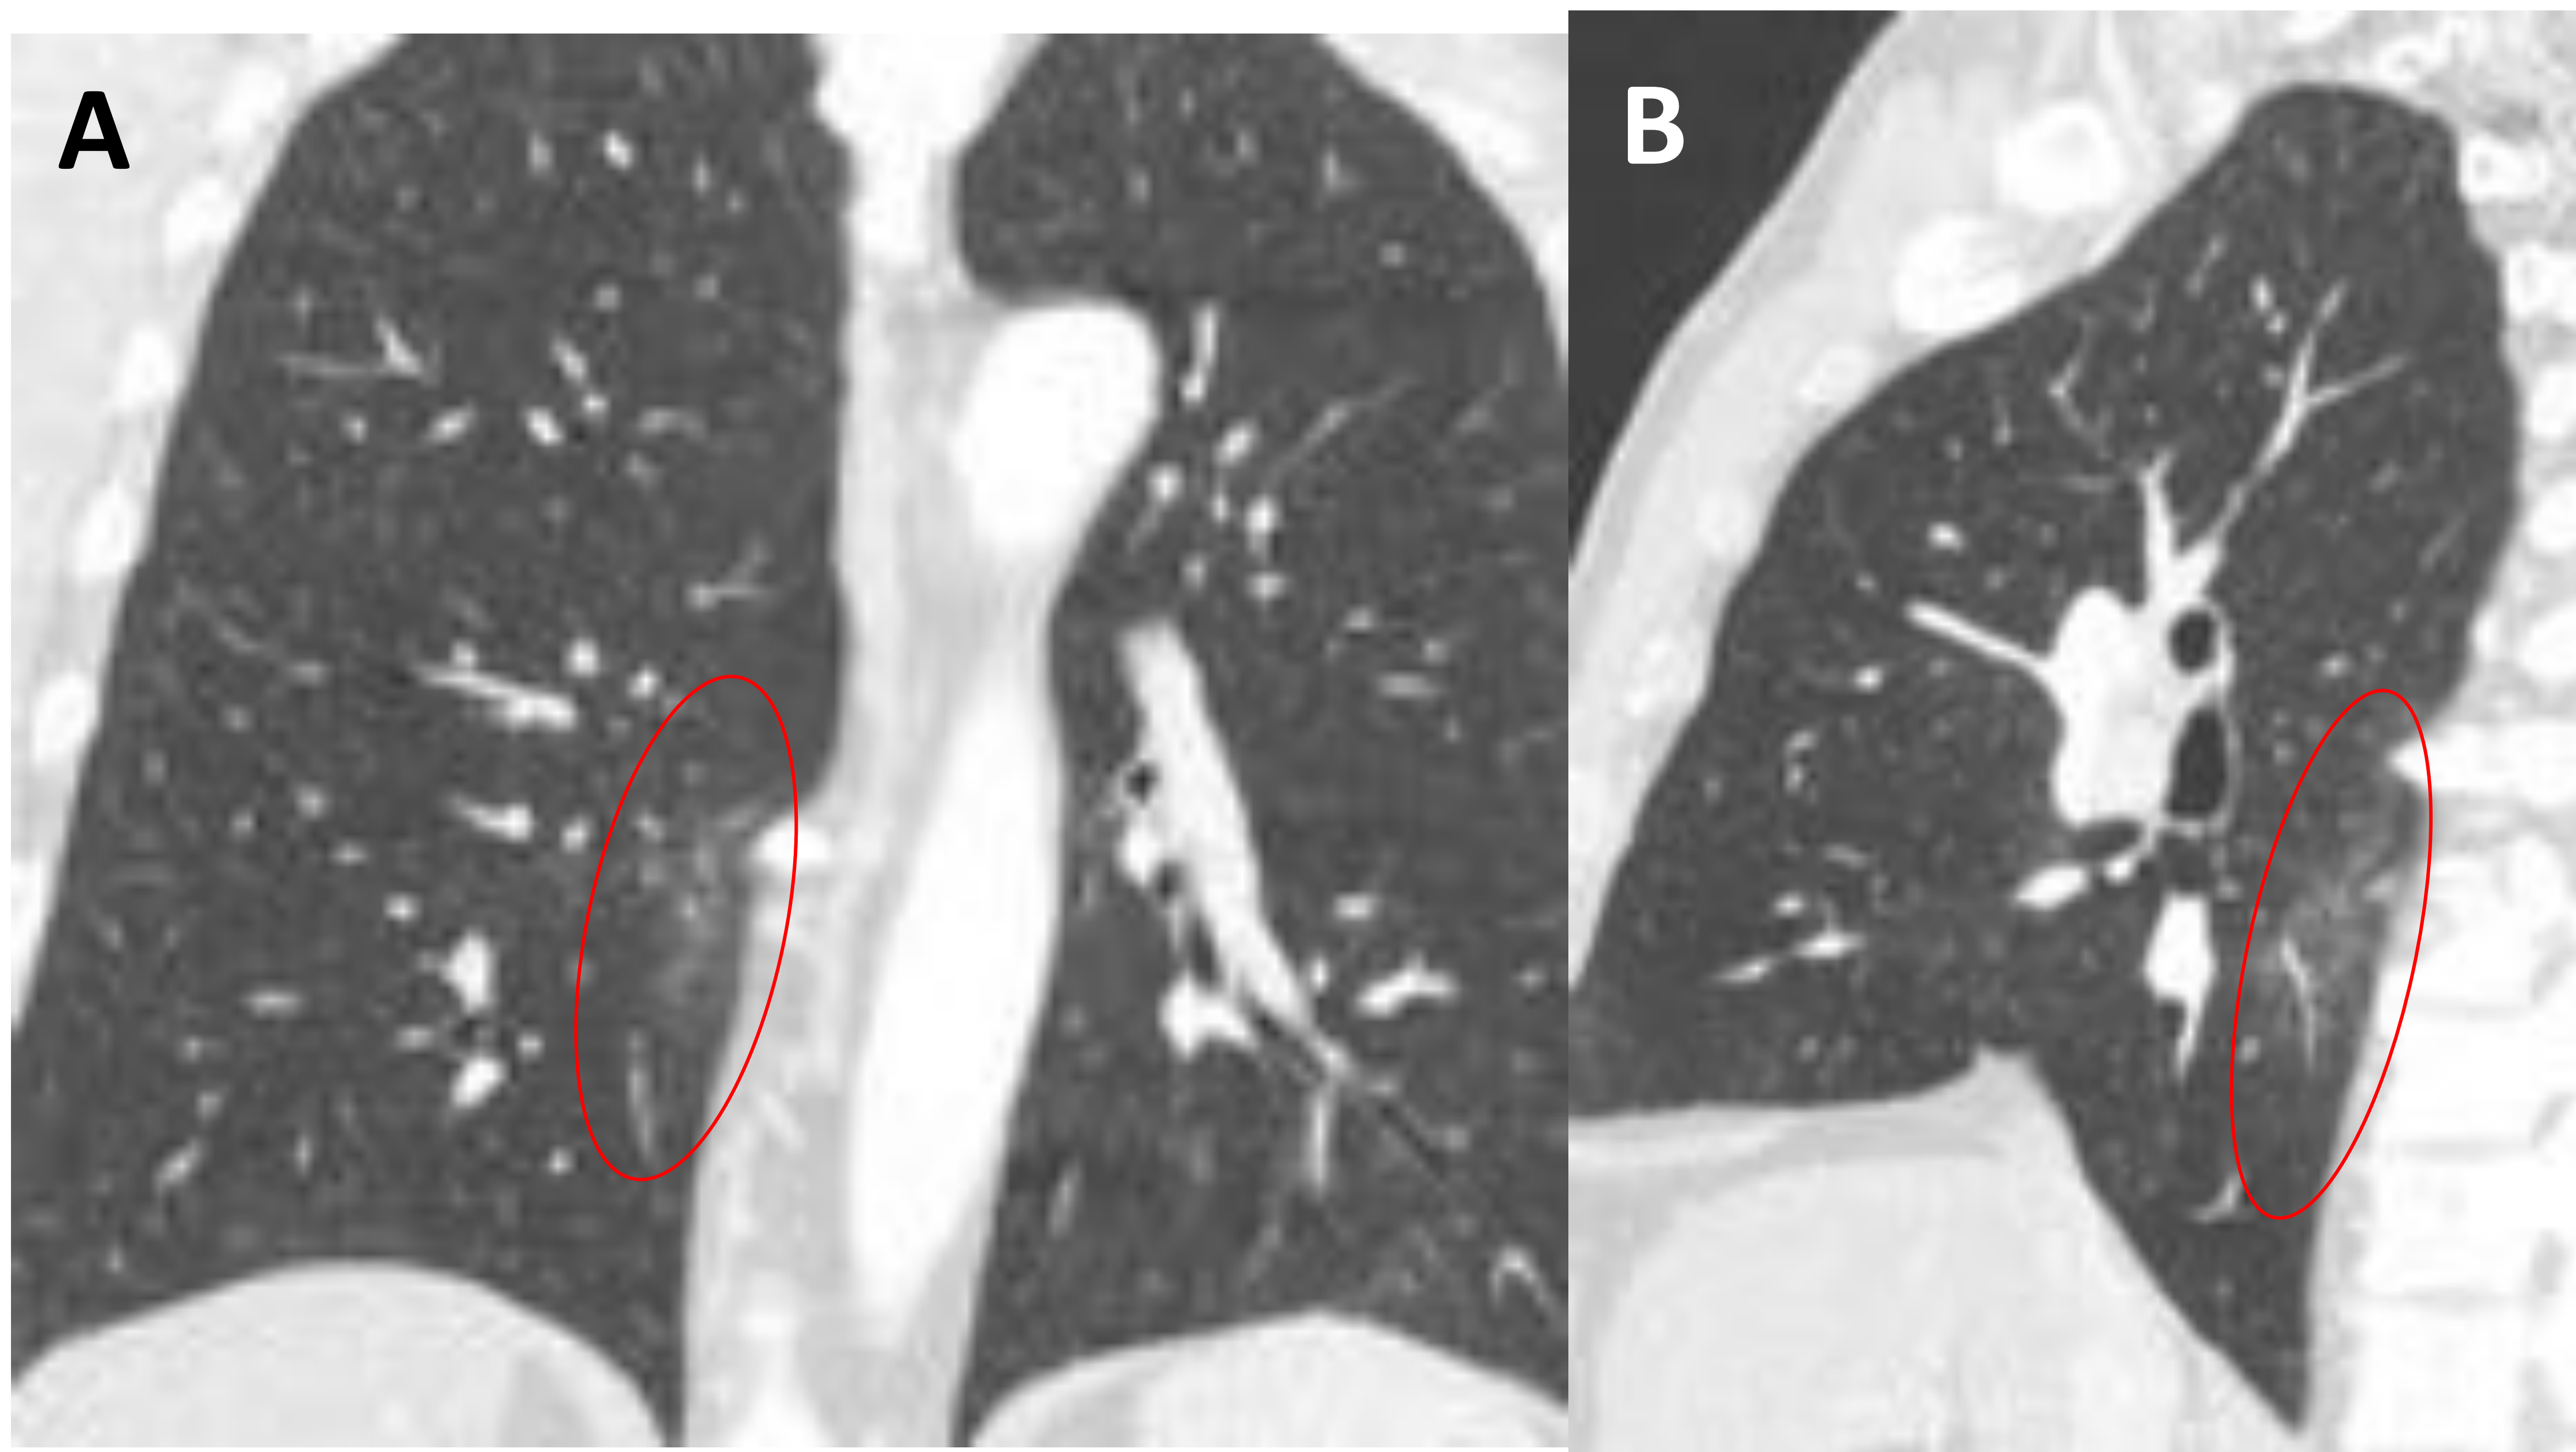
Planos A) coronal y B) sagital de TC torácica con CIV y ventana de parénquima. Se aprecia un área en vidrio deslustrado de mayor densidad que el parénquima pulmonar circundante, próxima a osteofitos dorsales prominentes que podría confundirse con una zona de afectación intersticial.
